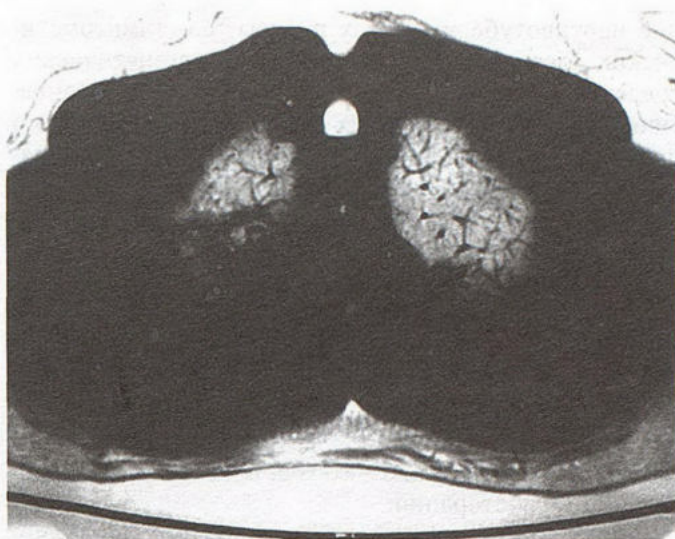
Спиральная компьютерная томограмма верхних отделов легких (режим легочного рисунка).
